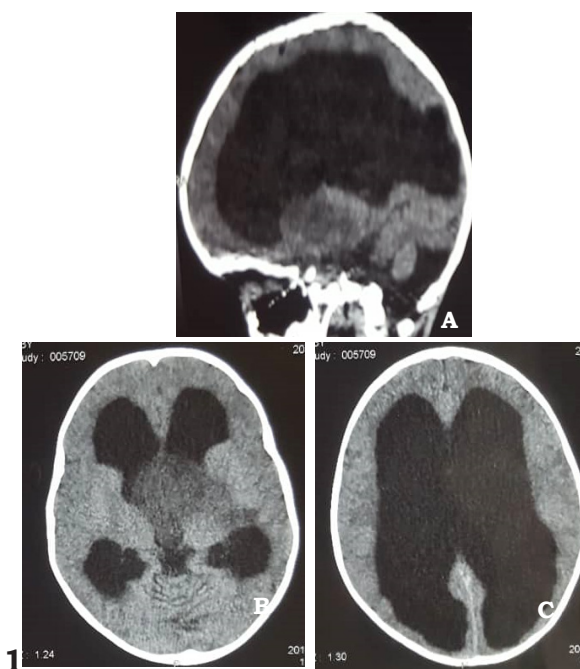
TDM cérébrale : images A, B, C montrent un Processus tumoral intra axial développé aux dépens du 3^{ème} ventricule avec extension en haut vers le carrefour des ventricules latéraux et le lobe insulaire gauche entraînant une hydrocéphalie en amont faisant évoquer un ependymome/ Cérébral CT: images A, B, C show an Intra axial tumoral process developed at the expense of the 3rd ventricle with extension upward towards the crossroads of the lateral ventricles and the left insular lobe causing hydrocephalus upstream evoking an ependymoma
